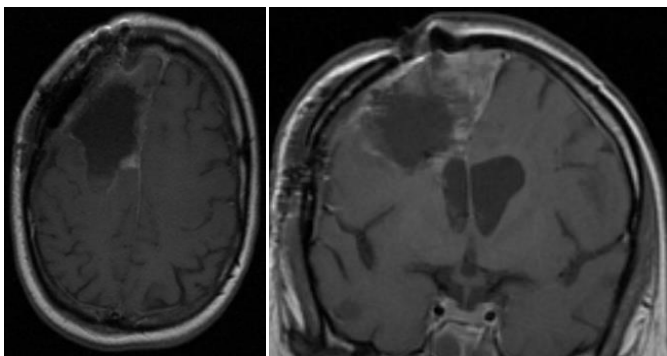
МРТ головного мозга пациентки В-вой. после третьей операции
